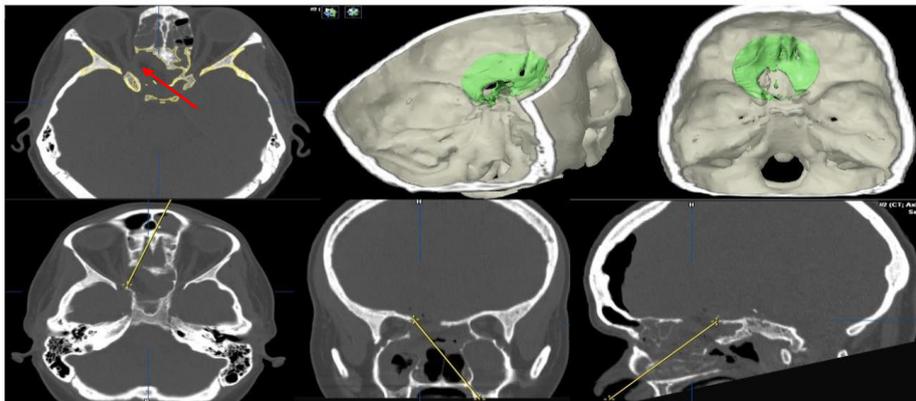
Ricostruzione con il neuro navigatore che mostra i limiti laterali del EEA (linee gialla): decompressione del canale ottico a sinistra nello studio TC (freccia rossa) e nella ricostruzione del basicranio (in verde). Nelle immagini del neuro navigatore la destra del paziente corrisponde alla destra dell'immagine
